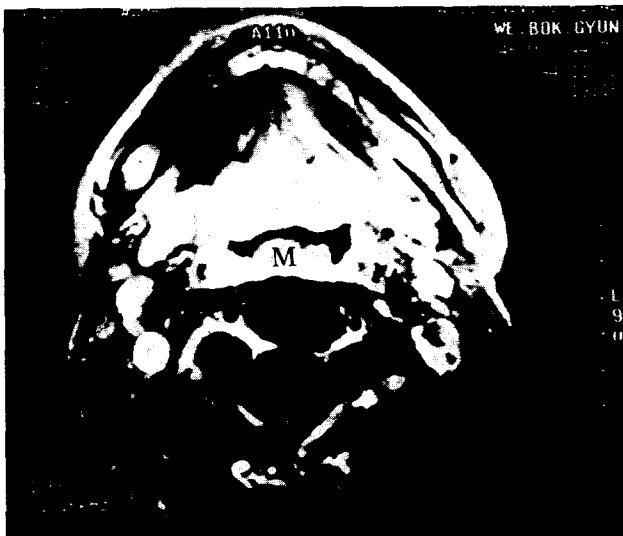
T1-weighted Gdt enhanced axial image shows a well enhancing, protruding lesion on the posterior pharyngeal wall.
